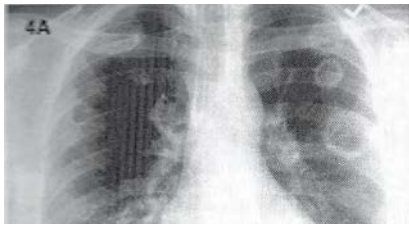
Рентгенограма органів грудної клітки (ОГК) хворого із ГПА: у верхньому і середньому полі лівої легені дві субплевральні порожнини із товстими стінками без ексудату
